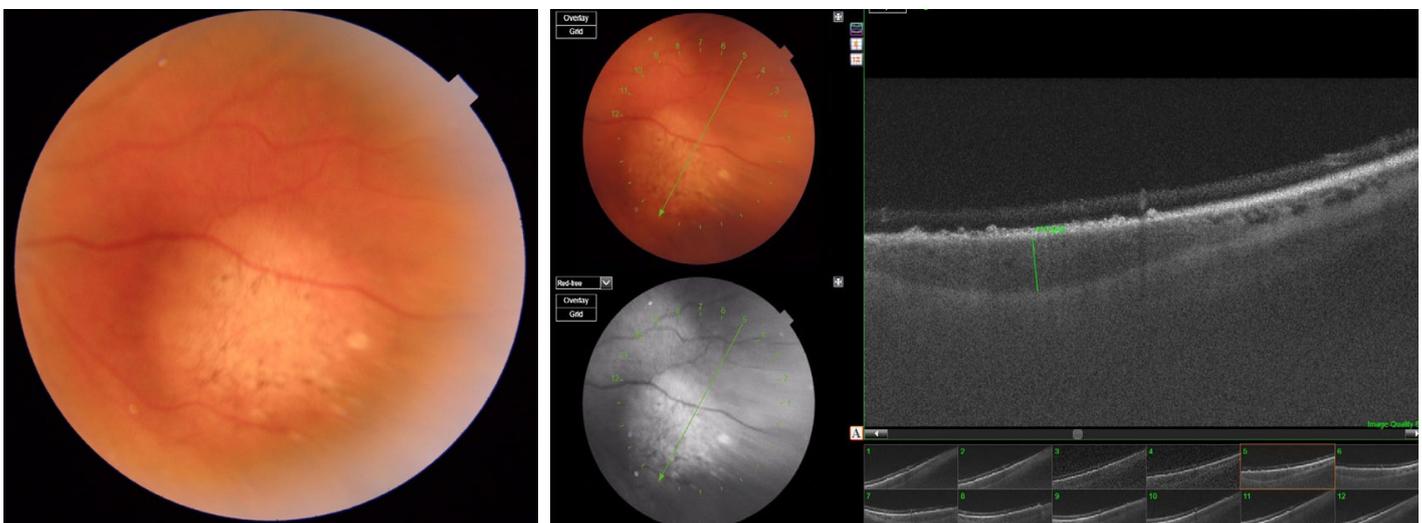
Retinografía de nevus amelanótico. Lesión plana blanquecina con hiperpigmentación en su superficie (A). Tomografía de coherencia óptica, lesión coriorretiniana (línea verde) (B).
